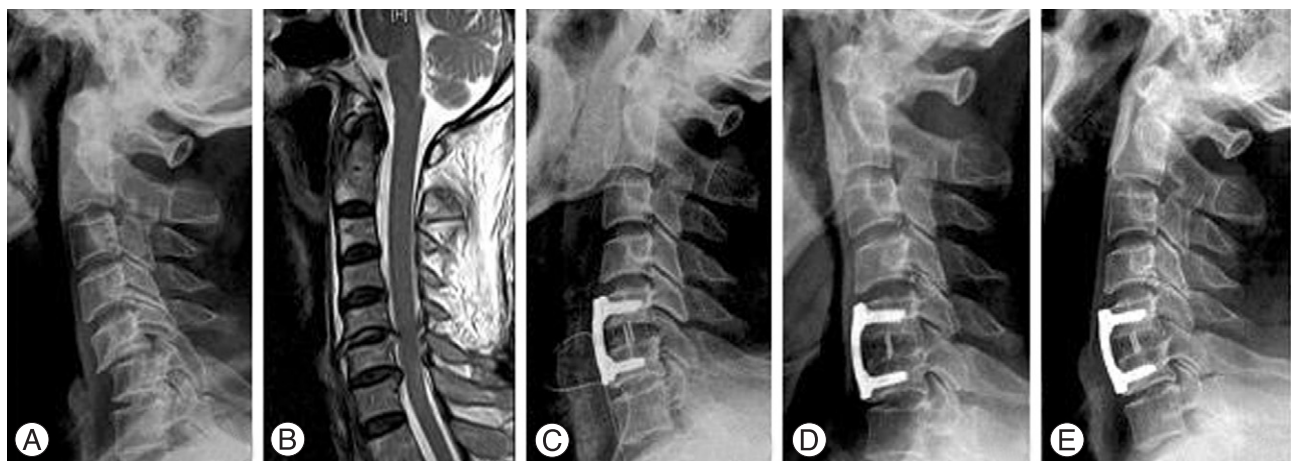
A 43-year old male with C5 nerve root injury due to bilateral facet dislocation. (A) Preoperative lateral roentgenogram shows anterior displacement of C5 on C6 body. (B) T2 weighted sagittal MR image shows a C5-6 disc protrusion. (C) Lateral radiograph, immediately after surgery, shows anterior cervical fusion with cervical spine locking plate and Solis PEEK cage that packed with cancellous iliac bone. (D, E) Lateral roentgenogram of flexion/extension views that show no motion and solid fusion.
